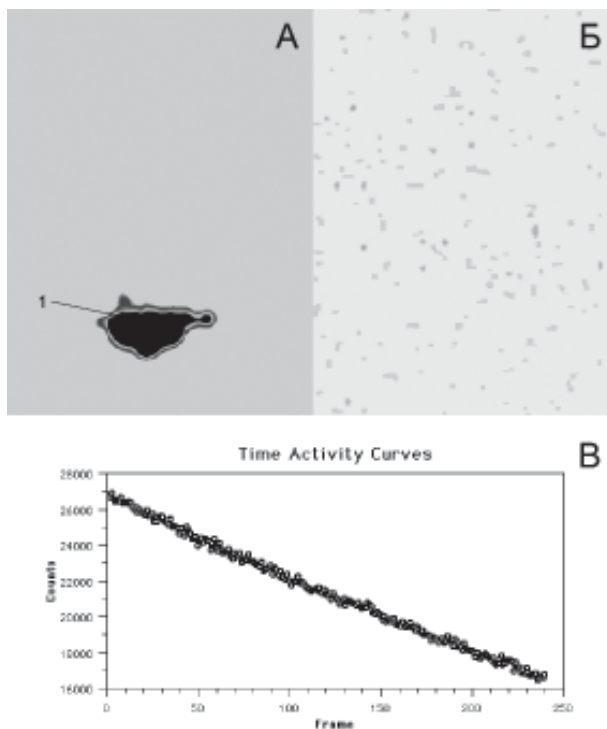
Результаты исследования бактериальной транслокации из просвета тонкой кишки у здоровых животных методом динамической и статической сцинтиграфии. А – динамическая сцинтиграфия: суммационная сцинтиграмма за 4 ч исследования, 1 – бактериальный радиопрепарат в кишечнике, поступления его за пределы кишечной трубки не отмечается; Б – статическая сцинтиграмма, полученная после эвтаназии животного и экстирпации кишечника, накопления бактериального радиопрепарата во внутренних органах и мягких тканях не регистрируется; В – кривая «активность–время» с области введения бактериального радиопрепарата (кишечник): темп снижения счета импульсов обусловлен распадом технеция-99m.
